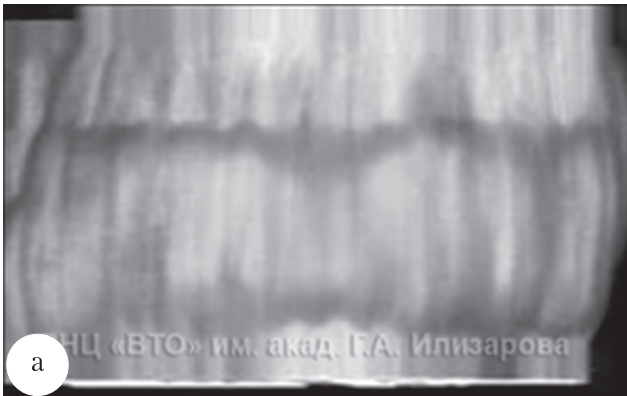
КТ левого бедра больной витамин D-резистентным рахитом М., 42 лет, на уровне завершившихся лоозеровских зон: а – VRT-реконструкция периостальной реакции на месте патологической перестройки со стороны периоста; б – со стороны костномозгового канала.
